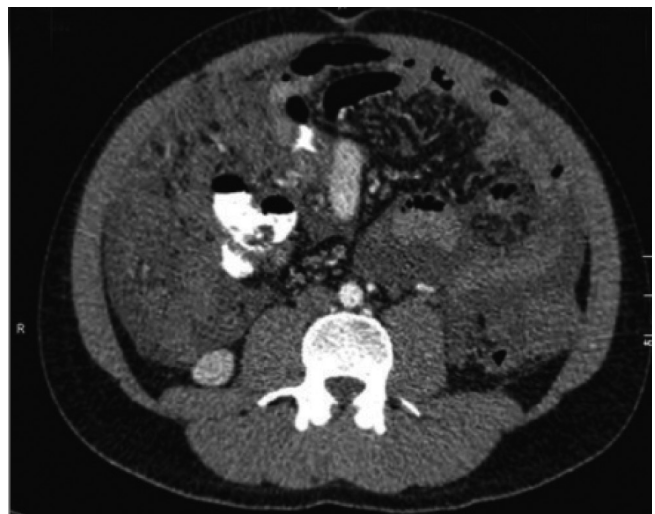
Tomografía axial computarizada de abdomen total con contraste: evidencia de masa de probable origen mesentérico
